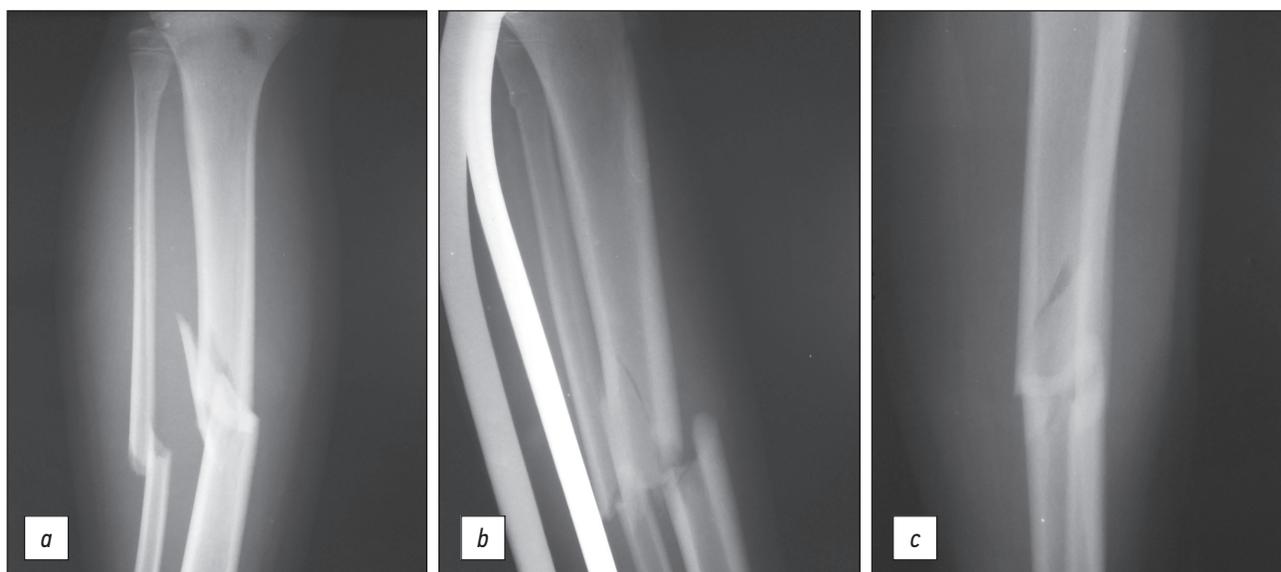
Винтообразно-оскольчатый перелом средней трети диафиза большеберцовой кости, косой перелом средней трети диафиза малоберцовой кости, поднадкостничный перелом верхней трети диафиза малоберцовой кости (субкапитальный перелом) со смещением отломков на рентгенограммах в прямой (а), боковой (b) и нестандартной косой (с) проекциях.
